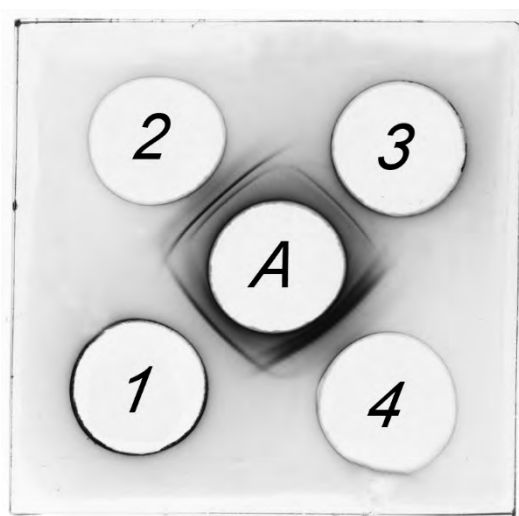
Двойная радиальная иммунодиффузия в агаре по Оухтерлони. Лунка А – антипсориазическая сыворотка. Лунка 1 – субстрат, полученный из клеточных структур псориазических сквамозных элементов пепсиновым гидролизом. Лунка 2 – супернатант гомогенатов эпидермиса, отторгаемого в области интенсивной инсоляции до солнечного ожога у людей, не болеющих псориазом. Лунка 3 – субстрат, полученный пепсиновым гидролизом структур эпидермиса, отторгаемого в области интенсивной инсоляции до солнечного ожога у людей, не болеющих псориазом. Лунка 4 – супернатант гомогенатов псориазических сквамозных элементов.
